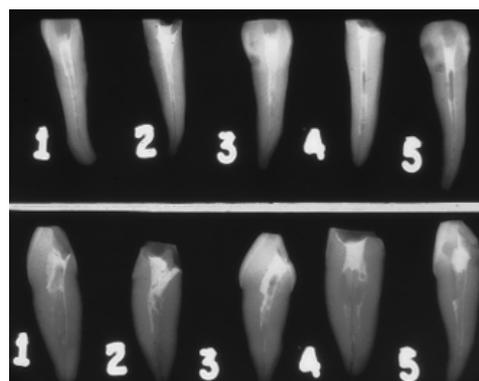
Radiografia para verificação da obturação com lima endodôntica e OZE.
